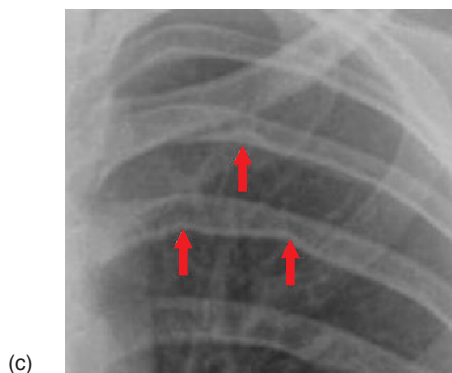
(a) Dotto arterioso persistente che mostra la stretta relazione con il nervo laringeo ricorrente sinistro. (b) Coartazione dell'aorta. (c) Immagine radiografica di indentazione (notching) costale.
